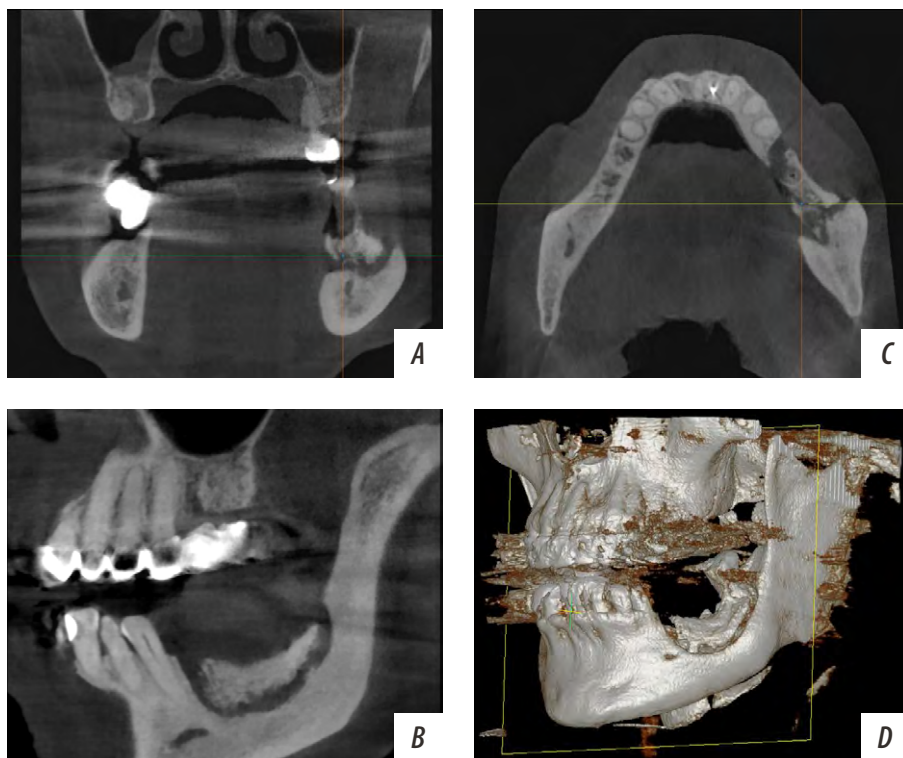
КТ пациентки Н., 73 лет: А — трансверзальная плоскость; В — сагиттальная плоскость; С — аксиальная плоскость; D — 3D-реконструкция черепа
